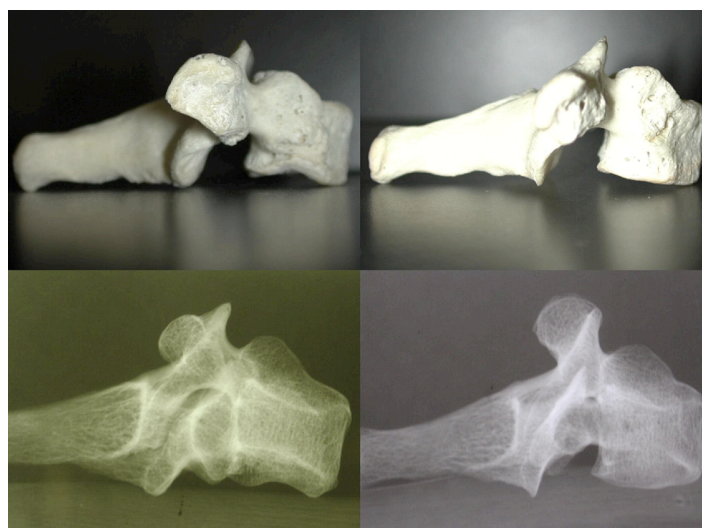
Efecto de los cambios de la posición de la misma vértebra en la radiografía. Tomada de Masoud y Cols. (2008).
